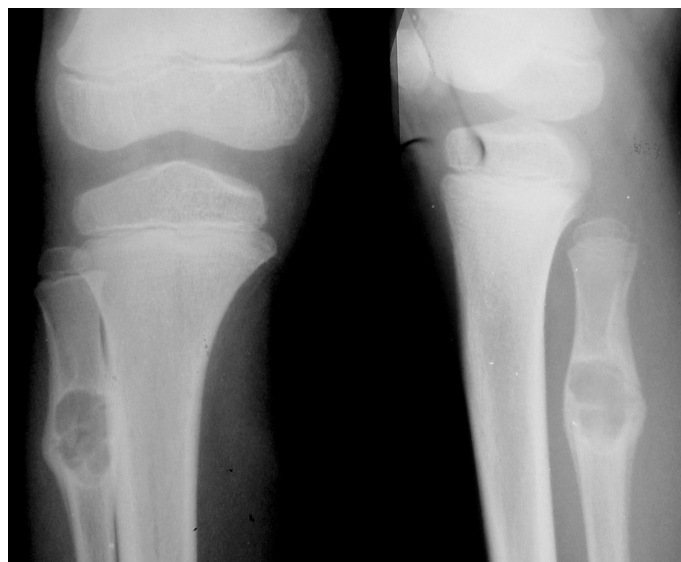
Рентгенограммы правой голени больного Л., 8 лет: солитарная киста малоберцовой кости
